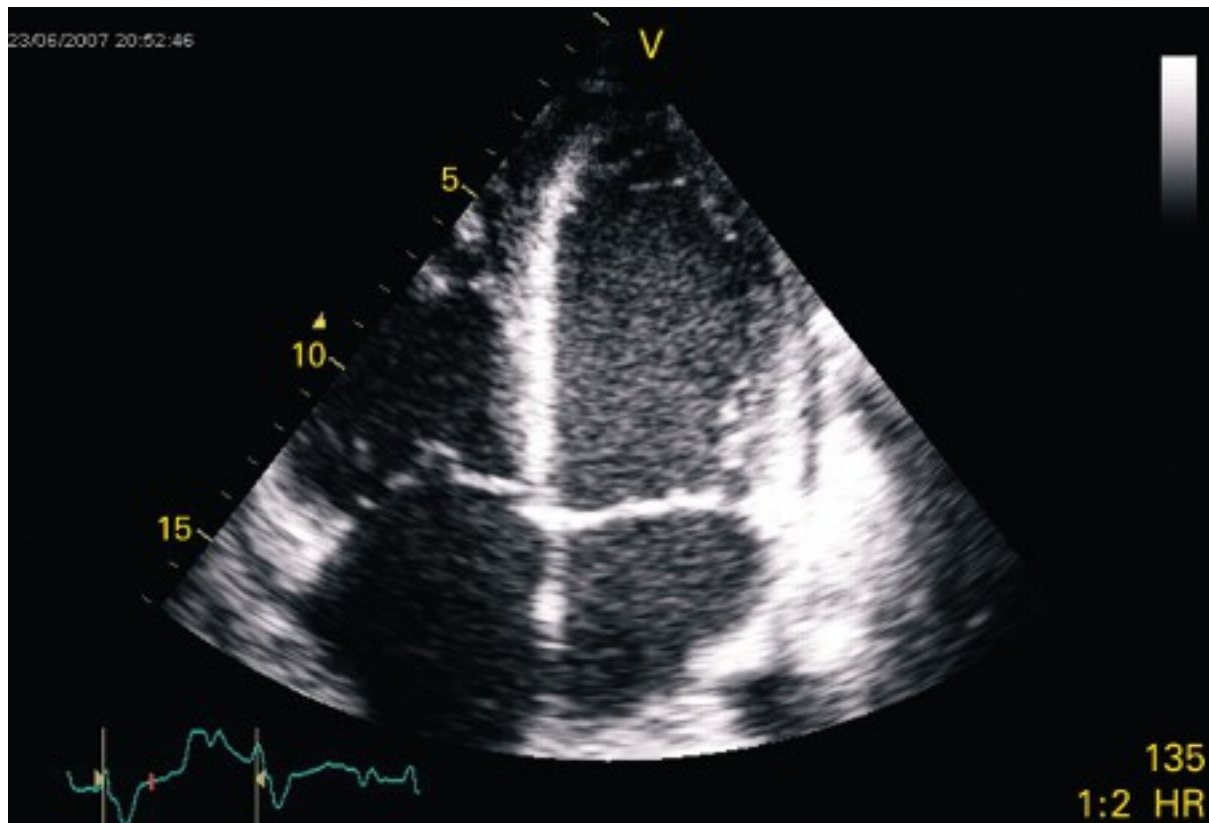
Ecocardiografia em plano apical de 4 câmaras em um paciente apresentando miocardite, mostrando um ventrículo esquerdo levemente dilatado com contraste espontâneo ao ultrassom indicando grave comprometimento da função sistólica ventricular esquerda
